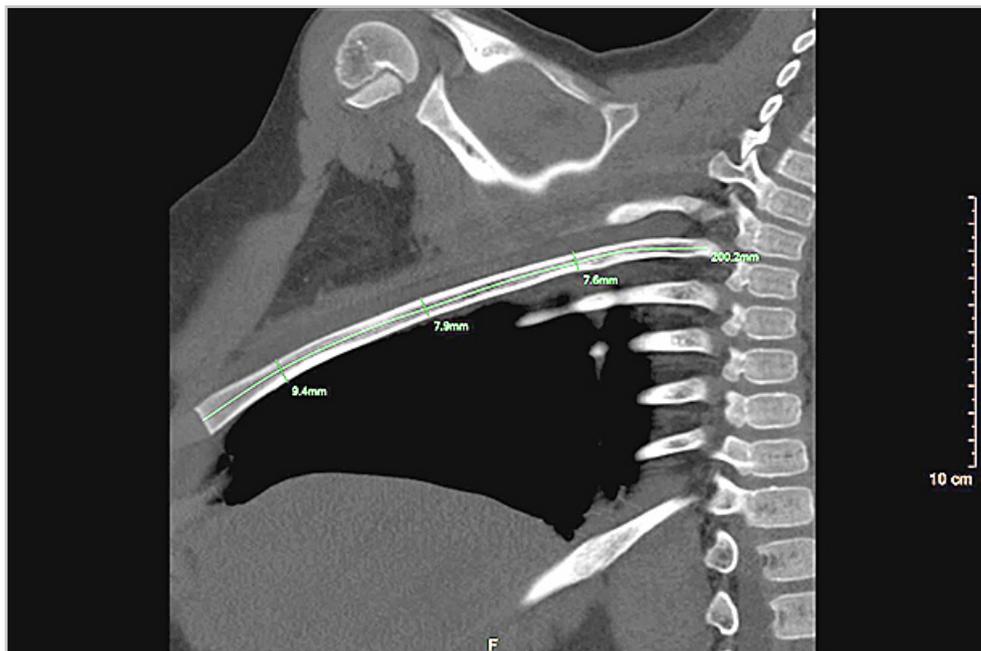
Компьютерная томограмма, MPR в свободной криволинейной плоскости (режим curve mode, MIP). Измерения костных отделов VI–IX ребер
